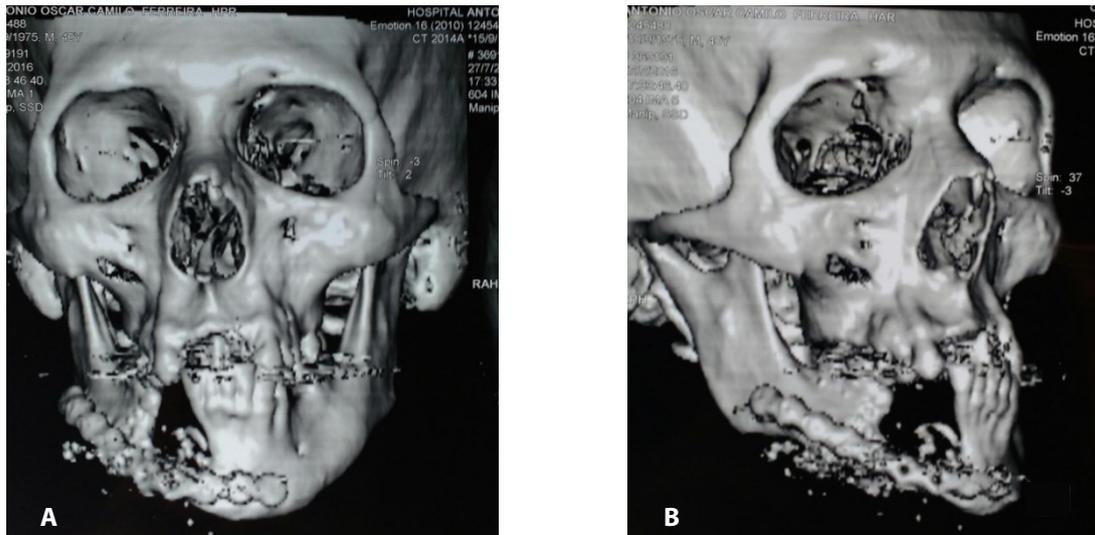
Tomografia Computadorizada (Reconstrução 3D) – A. Vista frontal; B. lateral pré-operatória
